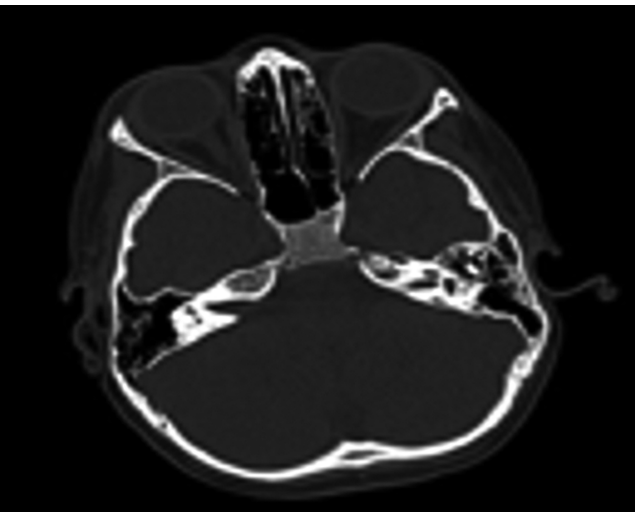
Tomografia computerizzata encefalo - marzo.
